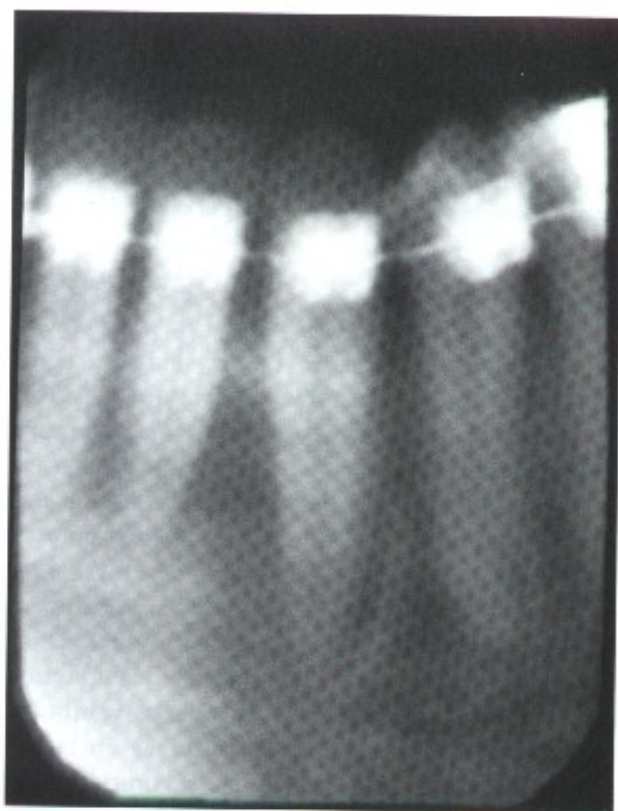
La radiografía periapical muestra claramente el patrón de resorción ósea causado por un movimiento de inclinación descontrolada. Como el fulcro está próximo al centro de resistencia, cuando la corona se disloca hacia la derecha, los ligamentos periodontales apicales al fulcro del lado derecho se estiran y los del lado izquierdo se comprimen. En el segmento radicular oclusal al fulcro hay estiramiento de los ligamentos del lado izquierdo y compresión del lado derecho. En las regiones donde los ligamentos están distendidos, hay depósito óseo y en aquellas donde los ligamentos están comprimidos, hay resorción alveolar.
